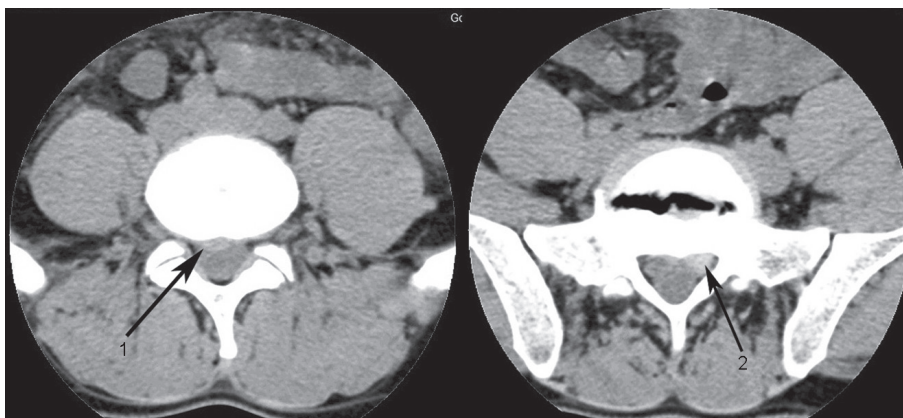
КТ дисков L_{IV} и L_V : 1 — грыжа МПД $L_{IV}-L_V$ справа; 2 — грыжа МПД L_V-S_1
